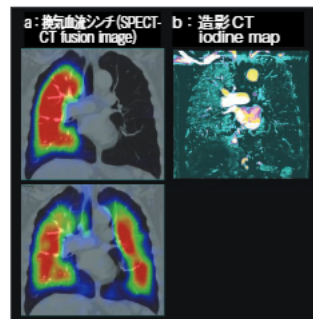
症例2の肺換気血流シンチグラフィおよび造影CTのヨードマップ
